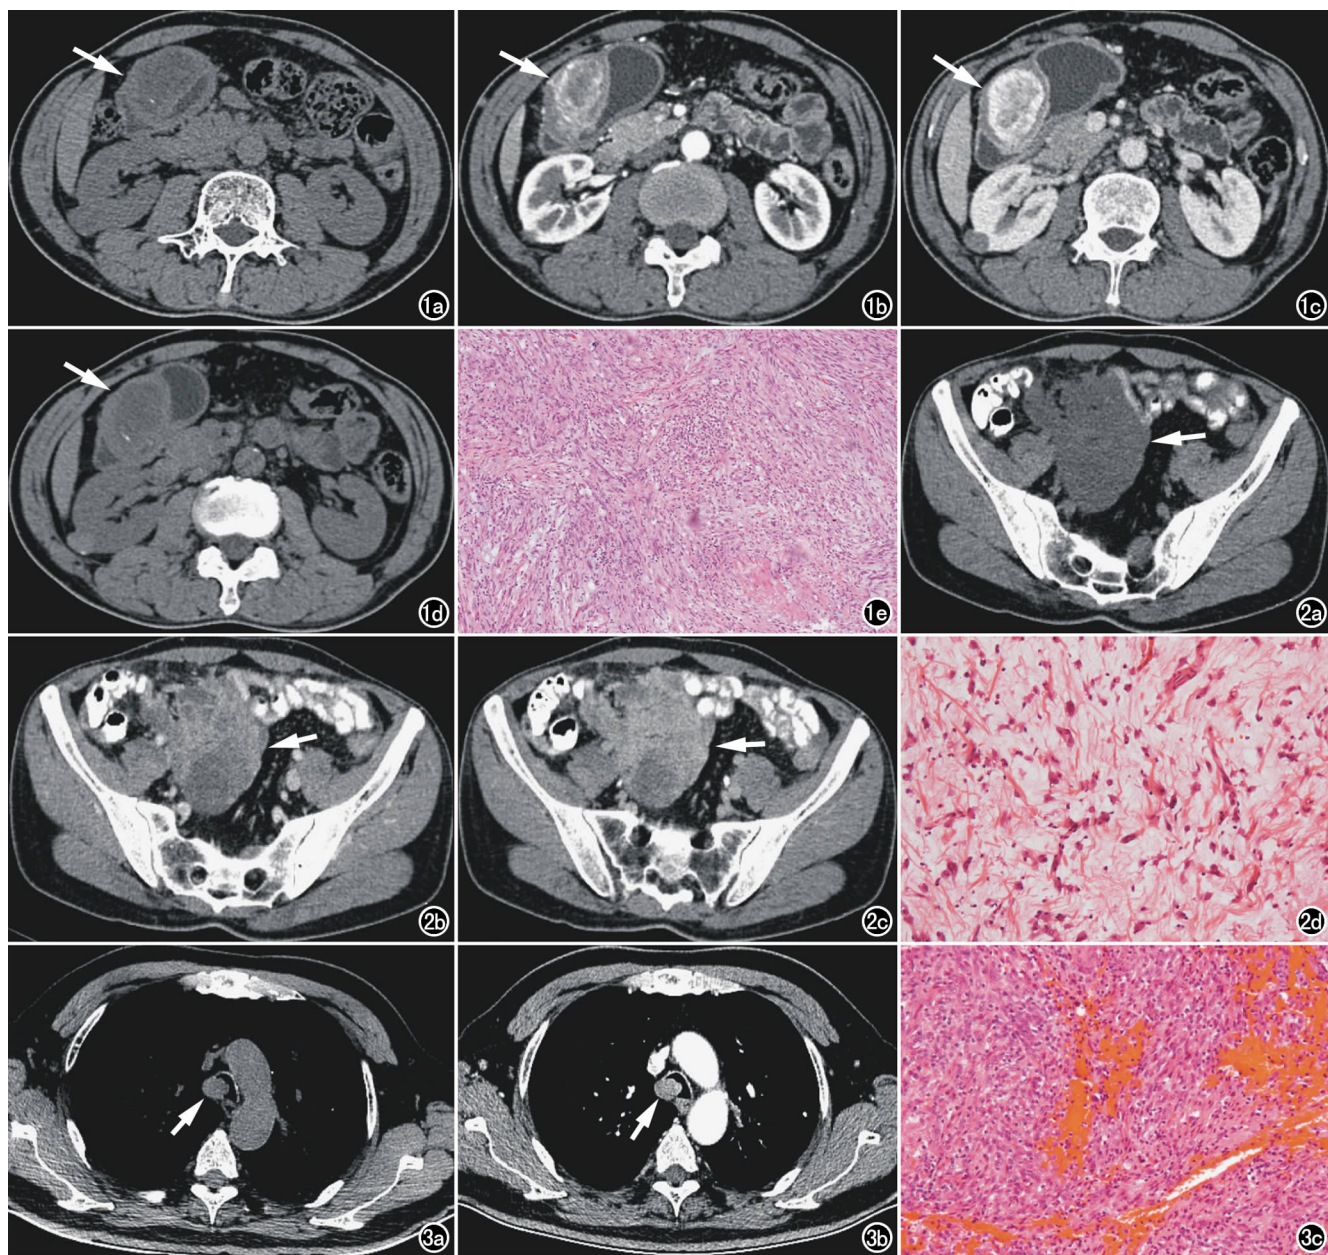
男, 55 岁, 因“黑便 3 天”入院检查。a) 上腹部横轴面 CT 平扫示胃窦部一大约 $56\text{mm} \times 46\text{mm}$ 软组织肿块(箭), 边界不清, 密度不均, 中心可见低密度灶, 另见小条状钙化灶; b) 横轴面 CT 增强动脉期示病灶边缘明显花环状强化(箭); c) 横轴面 CT 增强静脉期示对比剂持续填充, 呈渐进性不均匀强化(箭); d) 未经治疗, 第二年横轴面 CT 平扫示病灶的大小、密度、形态均较前无明显变化(箭); e) II 型梭形细胞密集型 ($\times 200$, HE)。图 2 男, 43 岁, 因“右下腹包块进行性增大”入院。a) 下腹部横轴面 CT 平扫示右下腹一大约 $112\text{mm} \times 80\text{mm}$ 软组织肿块(箭), 形态不规则, 边界不清晰, 周围脂肪间隙内少量粟粒性结节和微结节灶, 病灶与邻近肠管分界不清, 周围肠管增厚、粘连; b) 横轴面 CT 动脉期示病灶呈片絮状轻度强化(箭); c) 横轴面 CT 静脉期示病灶持续不均匀明显强化(箭), 周围结节灶强化方式与主病灶同步; d) I 型粘液/血管密集型 ($\times 200$, HE)。图 3 男, 77 岁, 因“咳嗽、胸闷”入院。a) 胸部横轴面 CT 平扫示气管主动脉弓层面偏右侧一大约 $19\text{mm} \times 15\text{mm}$ 实性结节, 与气管壁广基底相连; b) 横轴面 CT 增强示病灶明显均匀强化(箭); c) II 型梭形细胞密集型 ($\times 200$, HE)。
